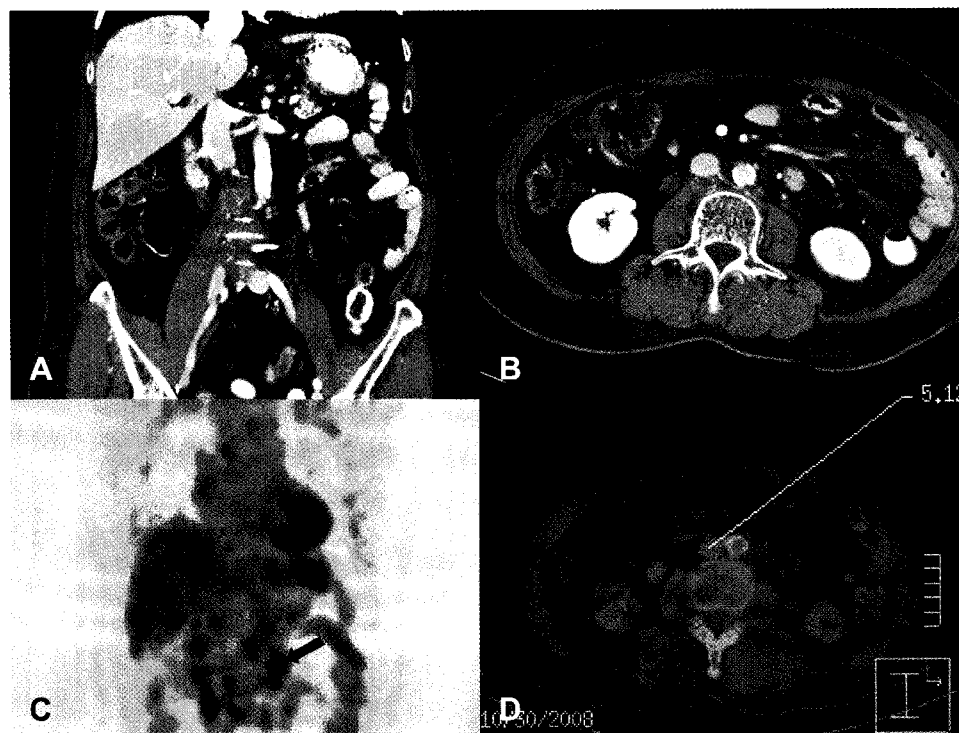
A 70 years old female clinically diagnosed metastasis due to elevated tumor marker level and strong FDG uptake. Equivocal sized lymph node (arrow) is noted on coronal (A) and axial (B) CT scan. Coronal image of FDG scan (C) reveals strong FDG uptake (arrow) in this lesion and estimated SUV is 5.12 on fusion image (D).
